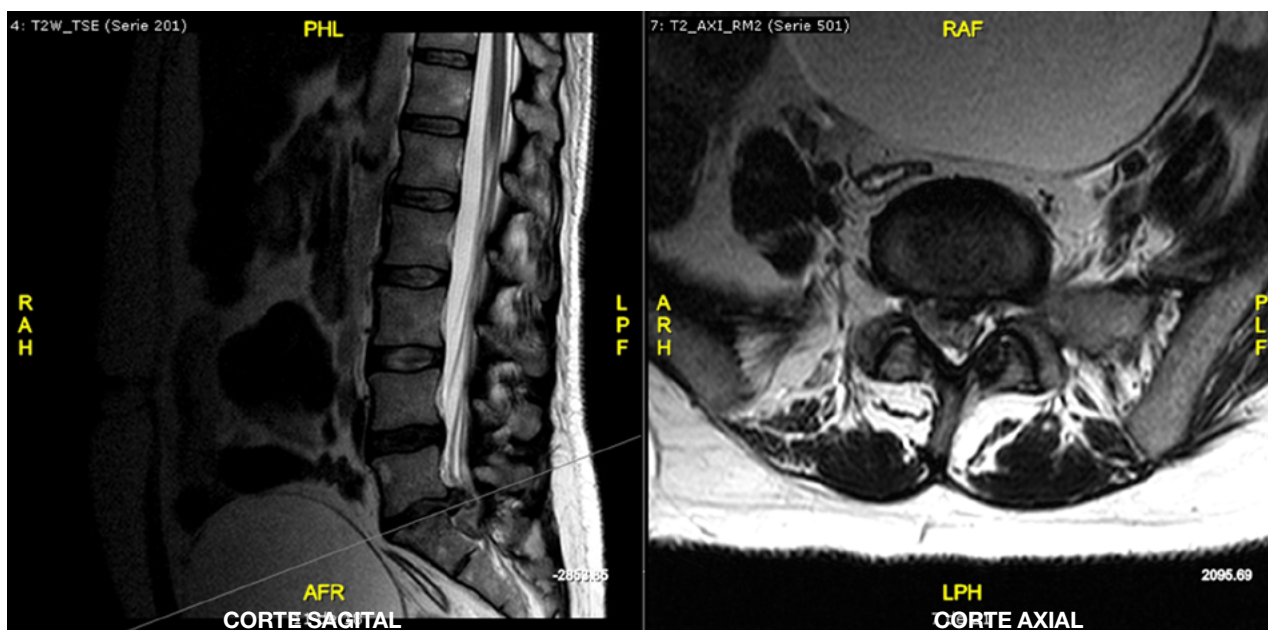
RM T2. Hernia discal L5-S1 extruida y migrada caudalmente por el receso lateral derecho, condicionando compresión del saco dural y la raíz emergente de S1 derecha.
